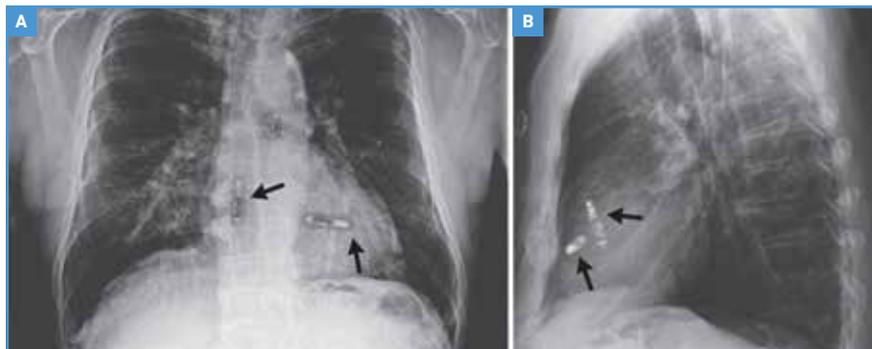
Pacemaker double chambre sans sonde. Aspect radiographique de face (A) et de profil (B) (d'après [19]).
